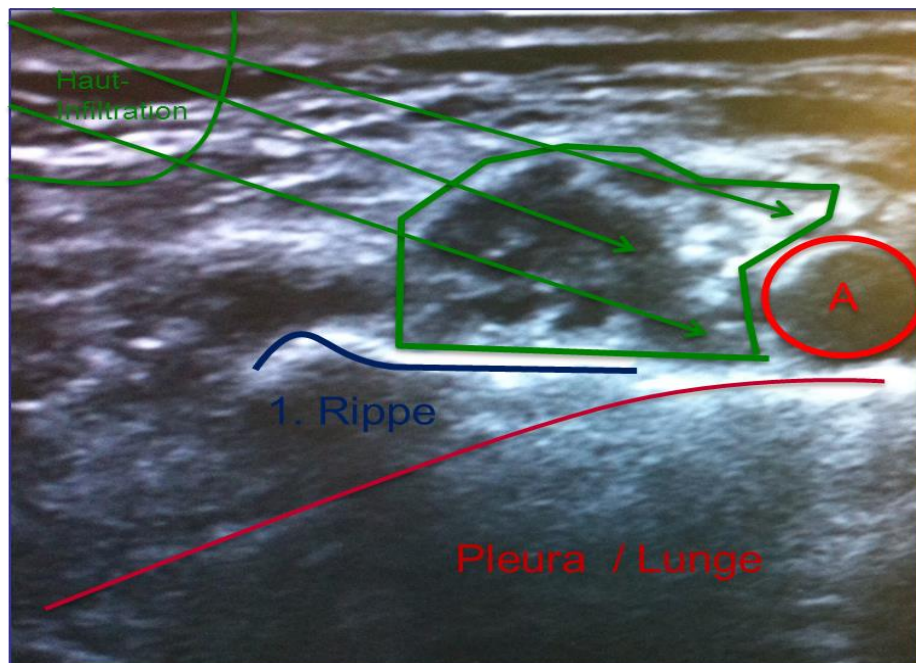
Sonographische Darstellung des supraclaviculären Plexus brachialis (Grüne Umrandung, Mitte) mit dem Zielort der Lokalanästhetikaapplikation (Grüne Pfeile) sowie benachbarten Strukturen; A = A. subclavia
